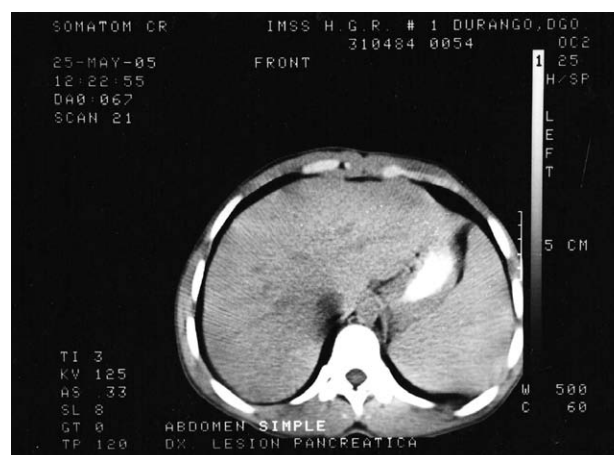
Tomografía axial computada que muestra hepatomegalia.
